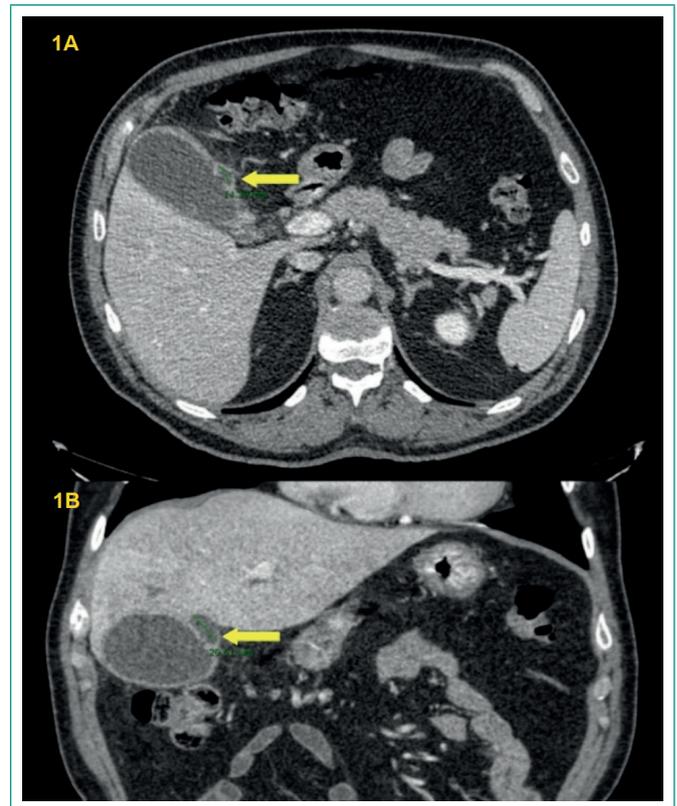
Cortes axial (A) y coronal (B) del TC abdominal, donde se puede apreciar la solución de continuidad de la pared vesicular y una colección perivesicular de unos 2 cm (flecha).
